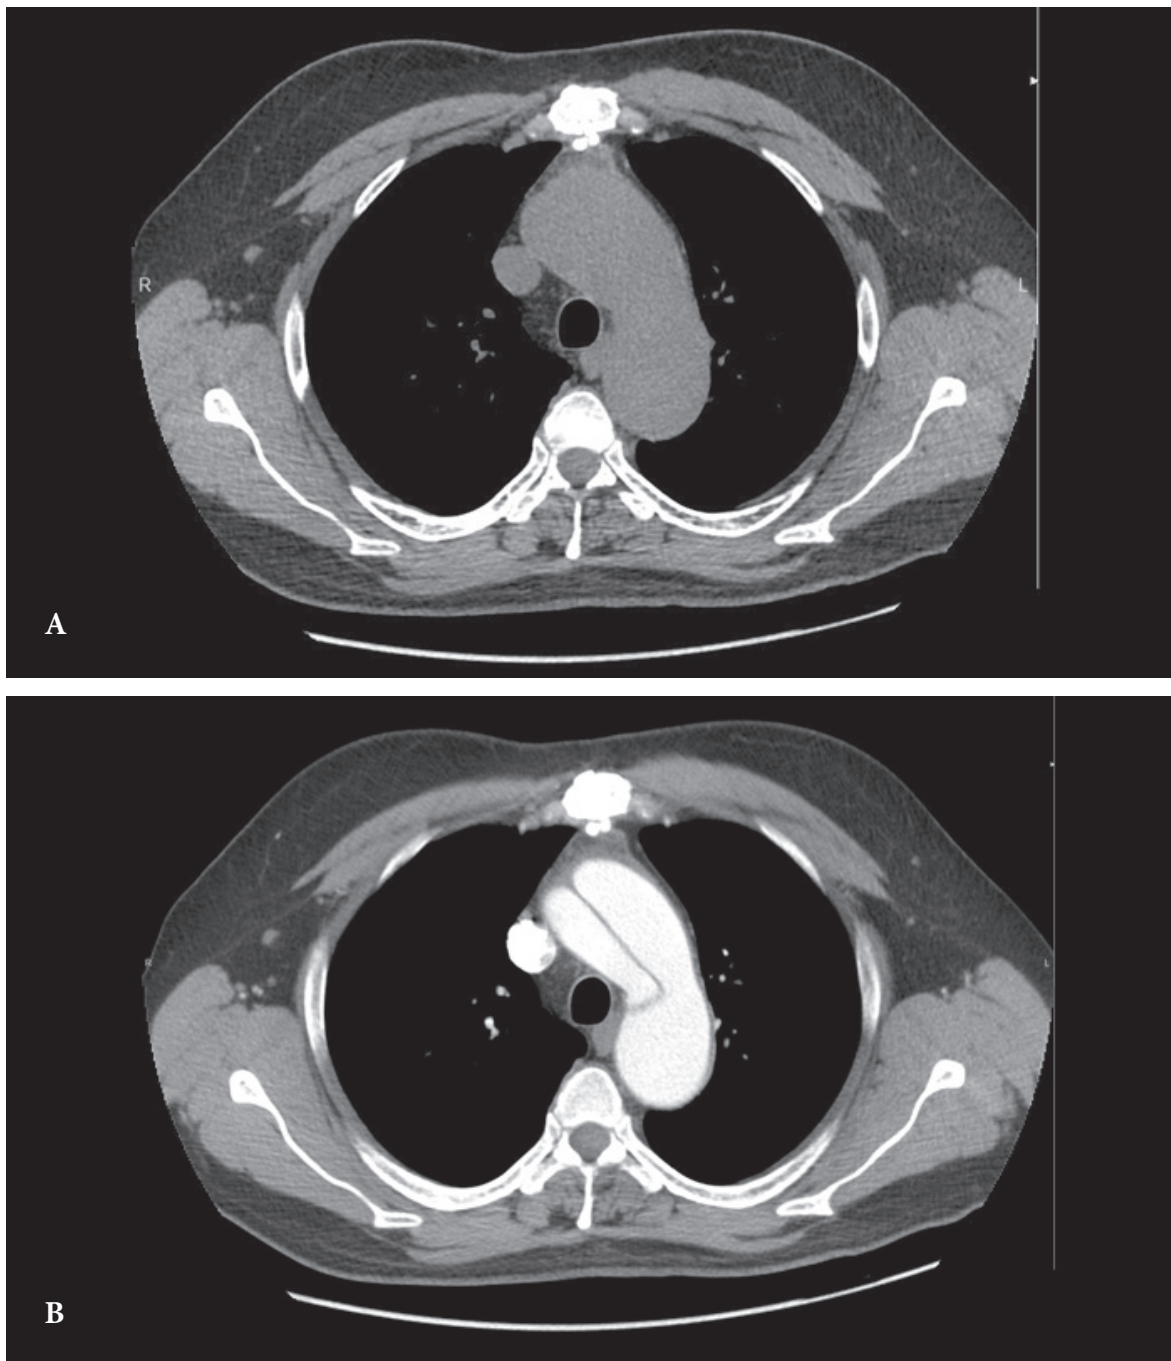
Paziente con dissecazione aortica tipo Stanford A non evidente all'esame TC senza mdc ev.
